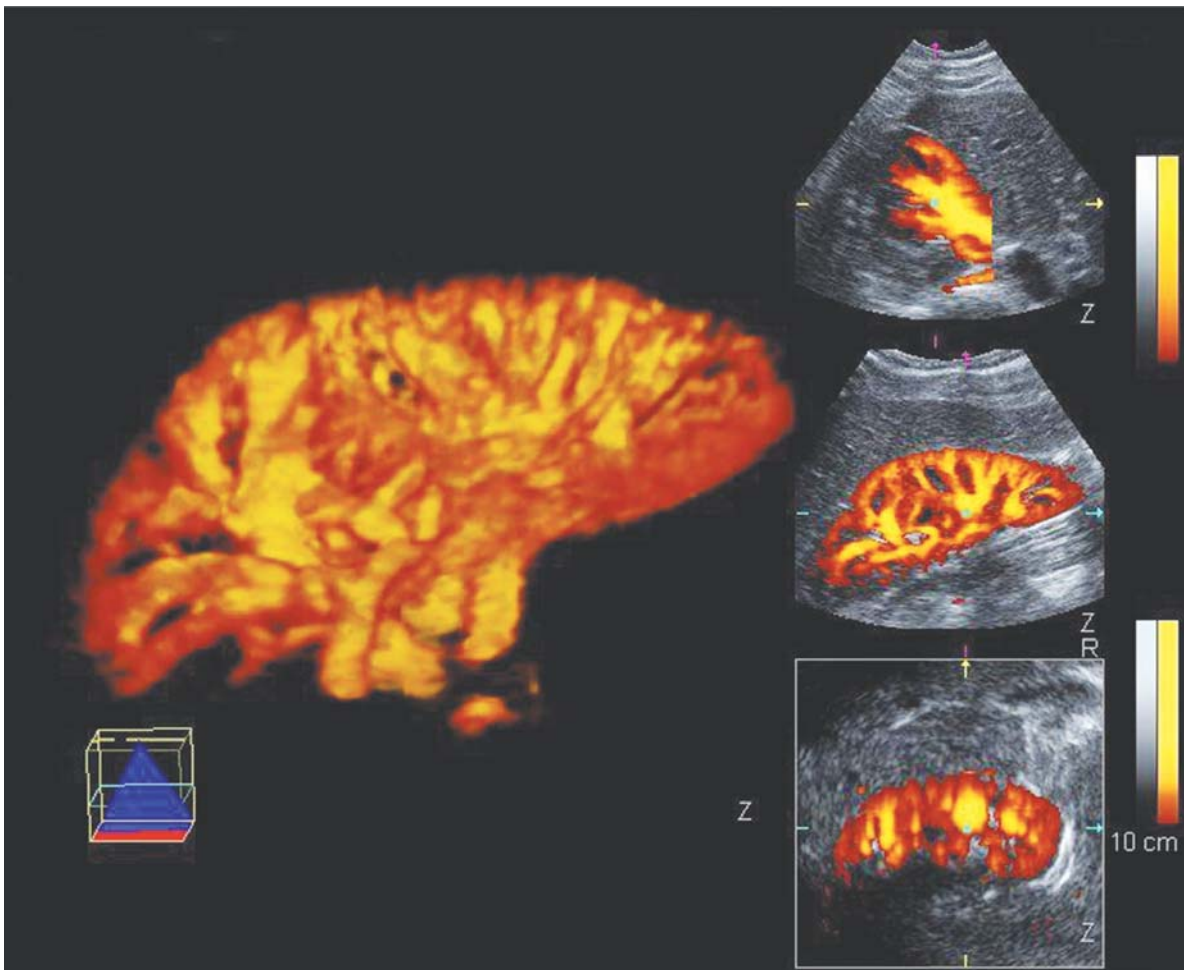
3D-Darstellung der Nierengefäße (Power-Doppler). Aus den Daten lassen sich zusätzlich Bilder in jeder beliebigen Schnittebene darstellen
